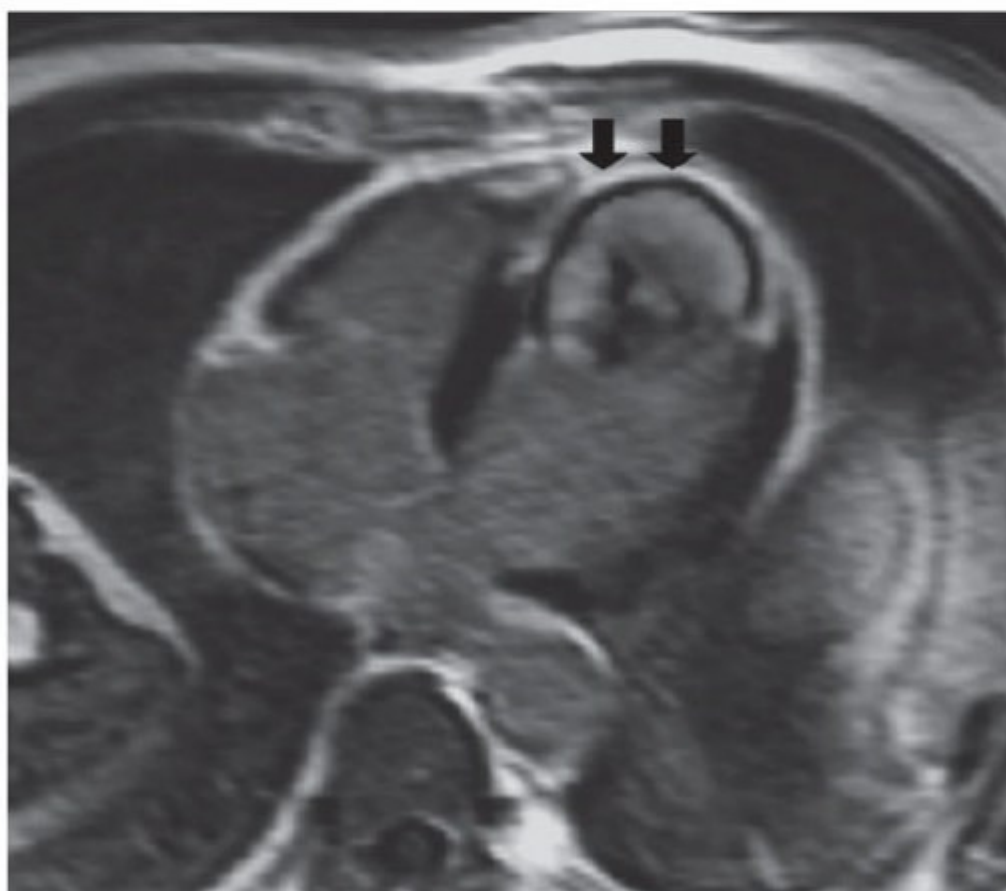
А - аневризма верхушки ЛЖ с тромбом (белая стрелка) определяется при МРТ у больного с ИМ в анамнезе, локализованным в области передней стенки ЛЖ. Б - при использовании контраста нежизнеспособный рубец визуализируется как белая ткань (черные стрелки); черное кольцо, расположенное под белой тканью (рубцом), - тромб.
